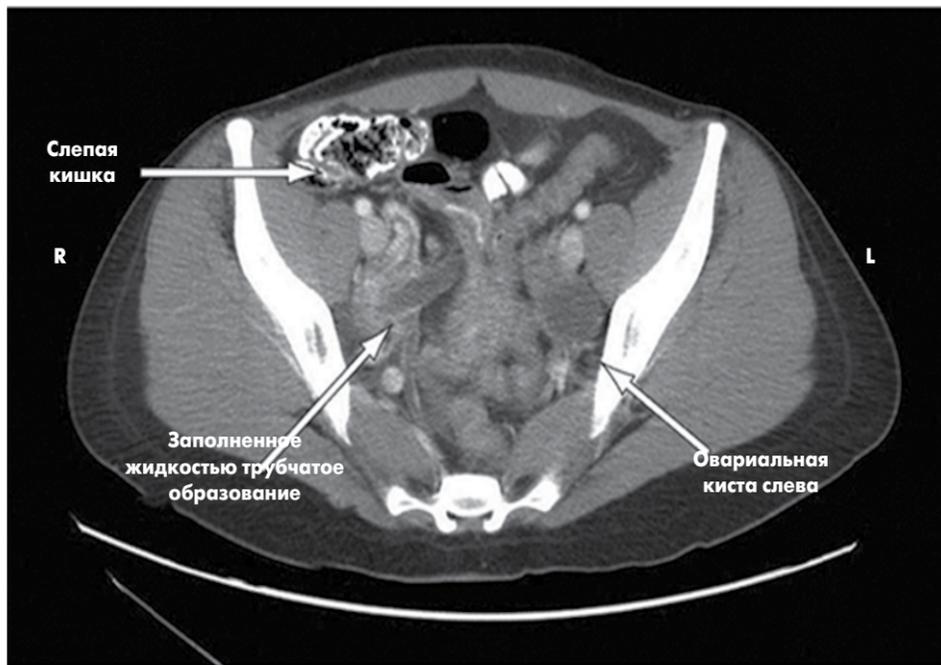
КТ-ізображення органів малого таза пацієнтки С.
